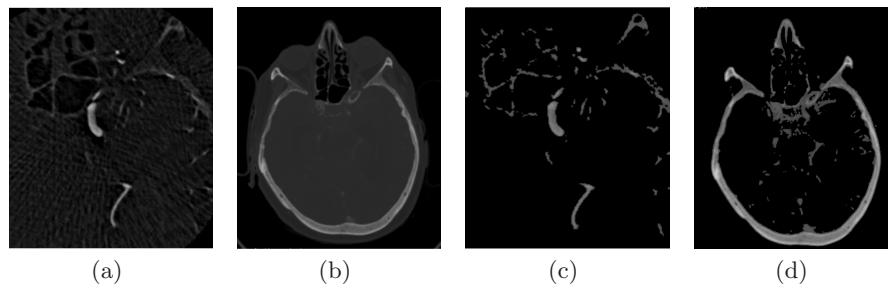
The modalities 3DRA (a) and CTA (b) differ concerning resolution, field of view and mutual structures. On the right, the respective segmentations of 3DRA (c) and CTA (d) are shown as they are used as registration input.
